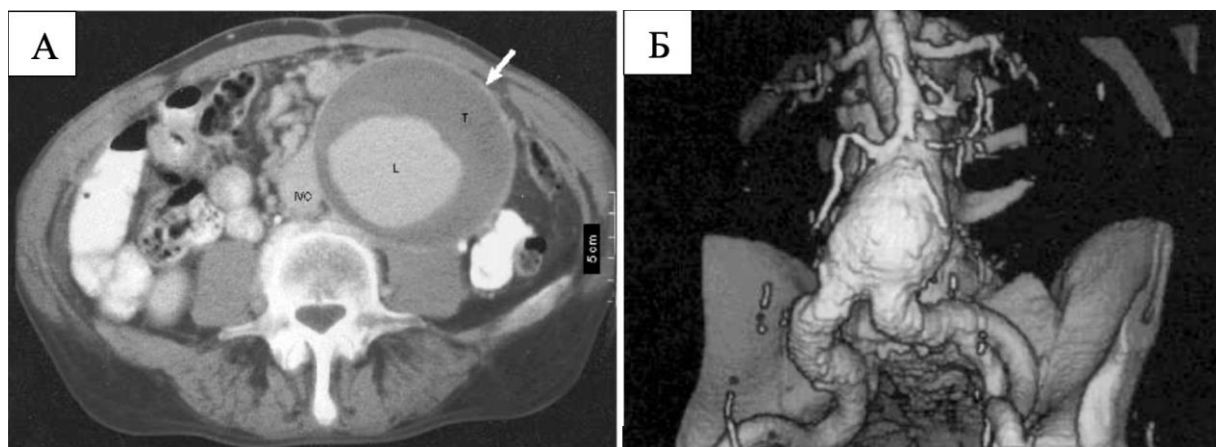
МСКТ с контрастированием брюшного отдела аорты: А – аксиальный срез АБА; Б – трехмерная реконструкция аневризмы брюшного отдела аорты.
